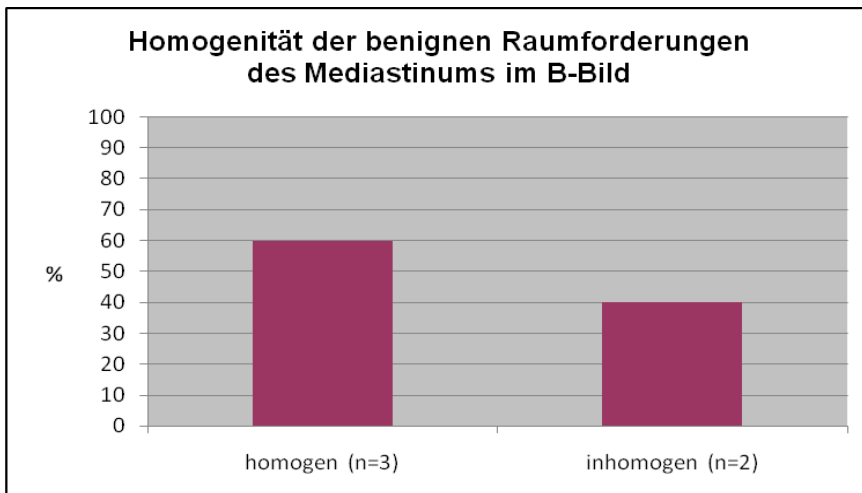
Darstellung der homogenen (n=3) und inhomogenen (n=2) benignen Raumforderungen des Mediastinums in der B-Bild-Sonographie (in %)
